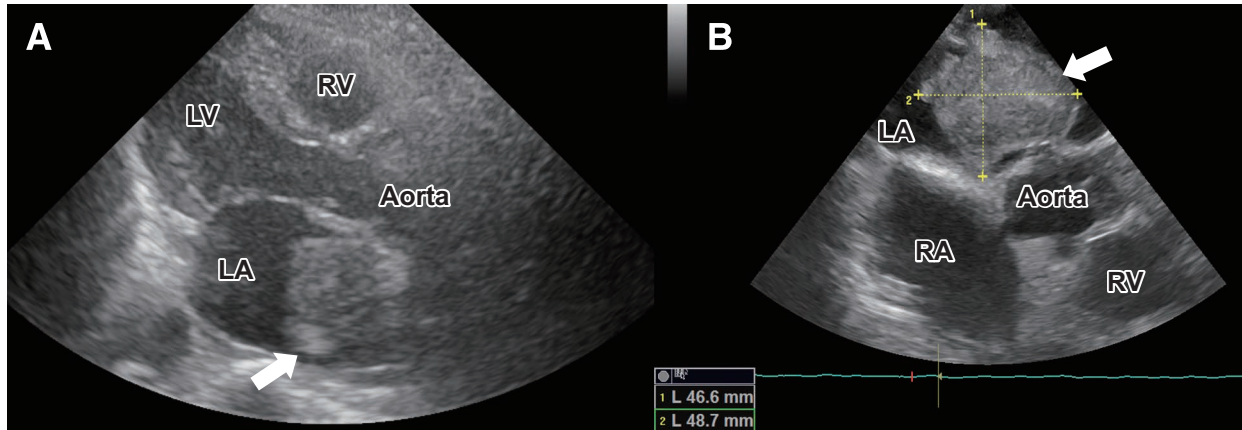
Transthoracic echocardiography findings on admission and transesophageal echocardiography findings on the third day in hospital. Transthoracic echocardiography showed a 3.4 cm × 3.2 cm mass in the left atrium (A arrow) and transesophageal echocardiography showed a 4.9 cm × 4.7 cm mass in the left atrium (B arrow).
